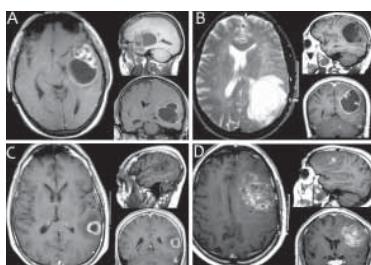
Imágenes de resonancia magnética correspondientes a cuatro casos distintos de glioblastoma multiforme de diferente localización y morfología. El glioblastoma puede localizarse en cualquier punto del neuroeje, aunque raramente se encuentran fuera de los hemisferios cerebrales y el diencéfalo. La situación del tumor, en relación con las diferentes áreas funcionales del cerebro, determina en gran medida, tanto el modo de presentación clínica como el tipo de cirugía propuesto (extirpación versus biopsia). (A) Glioblastoma temporal izquierdo. Es típico que en esta localización se manifiesten por crisis epilépticas. (B) Tumor localizado alrededor del atrio ventricular izquierdo. (C) Pequeño glioblastoma localizado en el área del lenguaje en un paciente que se presentó con disfasia. (D) Voluminoso glioblastoma frontal izquierdo en un paciente que se presentó con trastorno del comportamiento.
